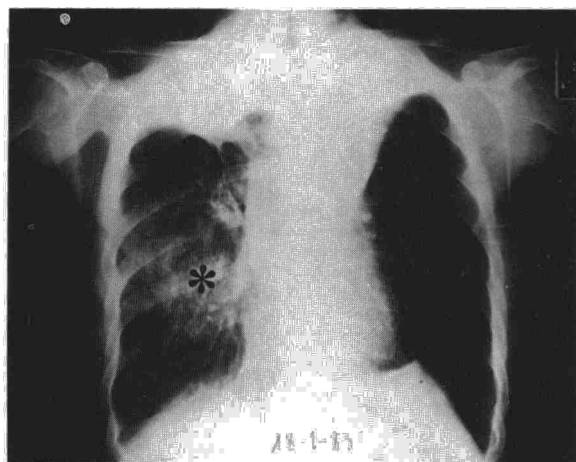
Radiografía de tórax del caso 4. Las flechas señalan la atelectasia del lóbulo superior izquierdo. \* Infiltrado alveolar en lóbulo medio.
